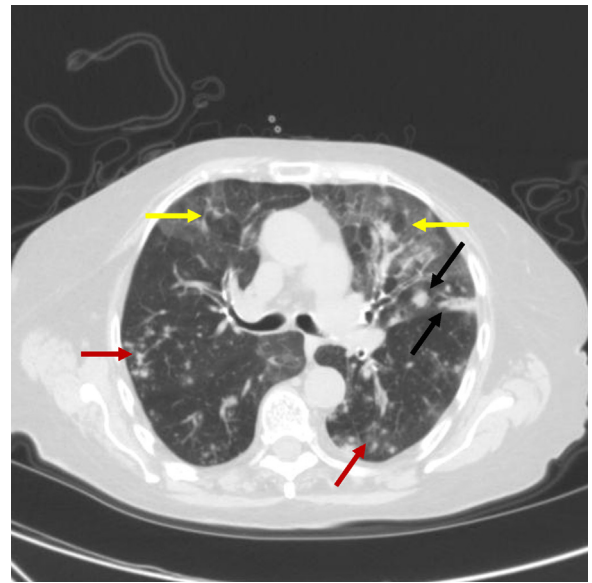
TAC torácica: múltiples imágenes micronodulares bilaterales (flechas blancas), cavitación ocupada a nivel basal paracisural izquierdo (flechas negras) y patrón «Ground Glass» de predominio en ambos lóbulos superiores (estrellas negras).
